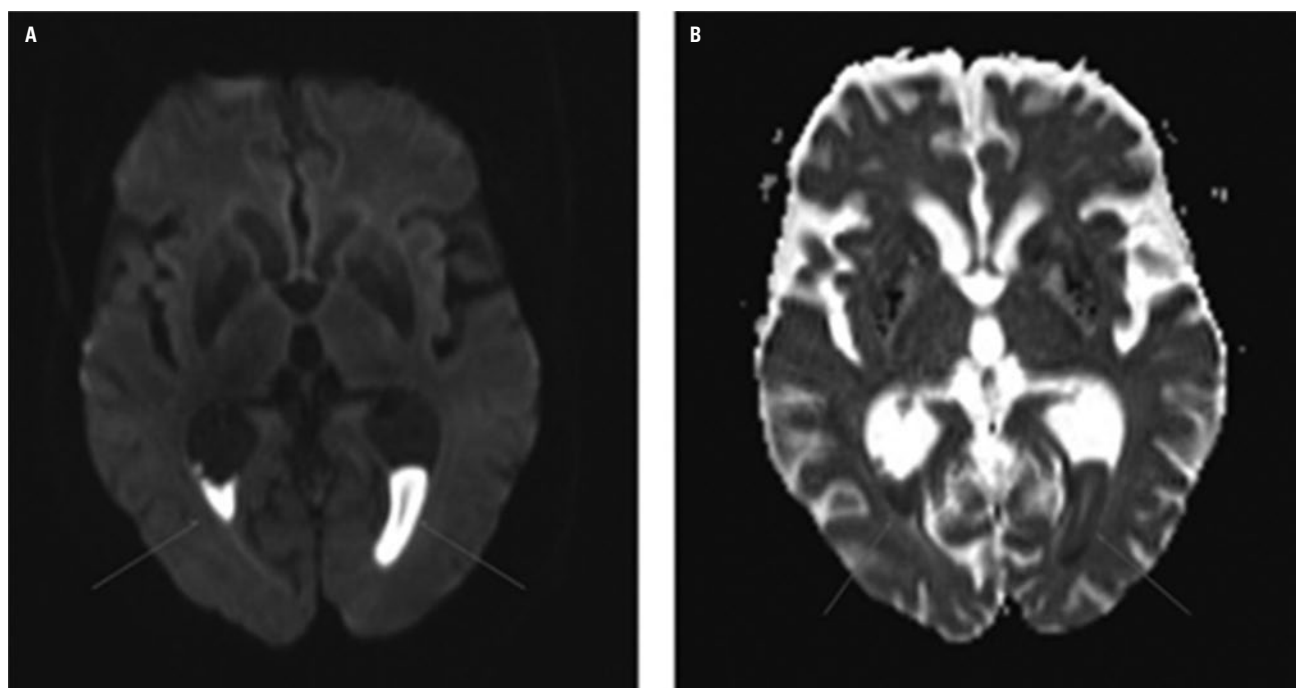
Sugiere que el contenido intraventricular es piógeno A: resonancia magnética craneal potenciada en difusión (DWI). B: coeficiente de atenuación de DWI (ADC).
